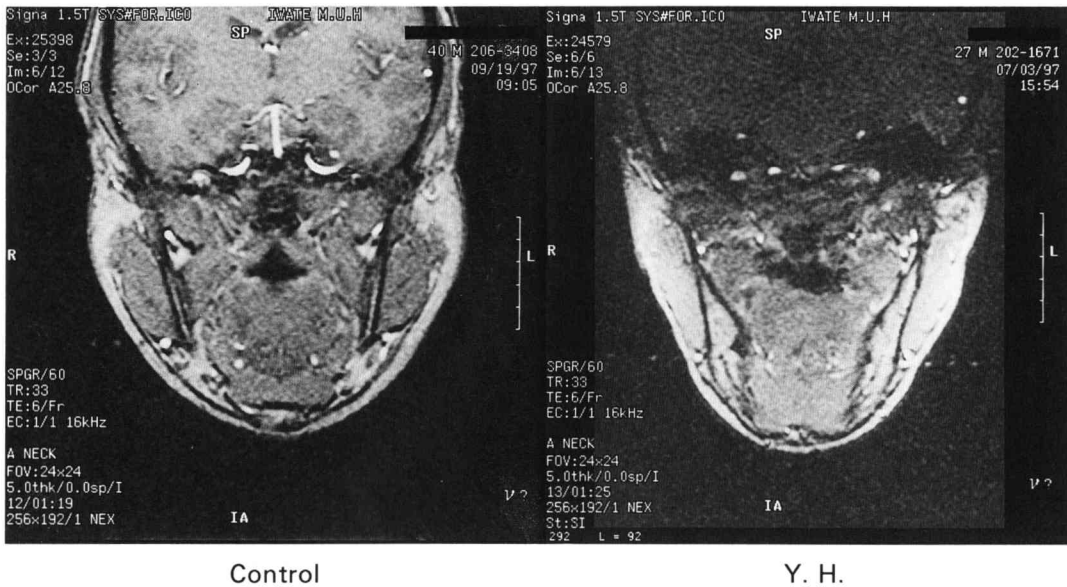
The magnetic resonance imagings of each patient's velopharyngeal closure portion during nasalized vowel speech.
